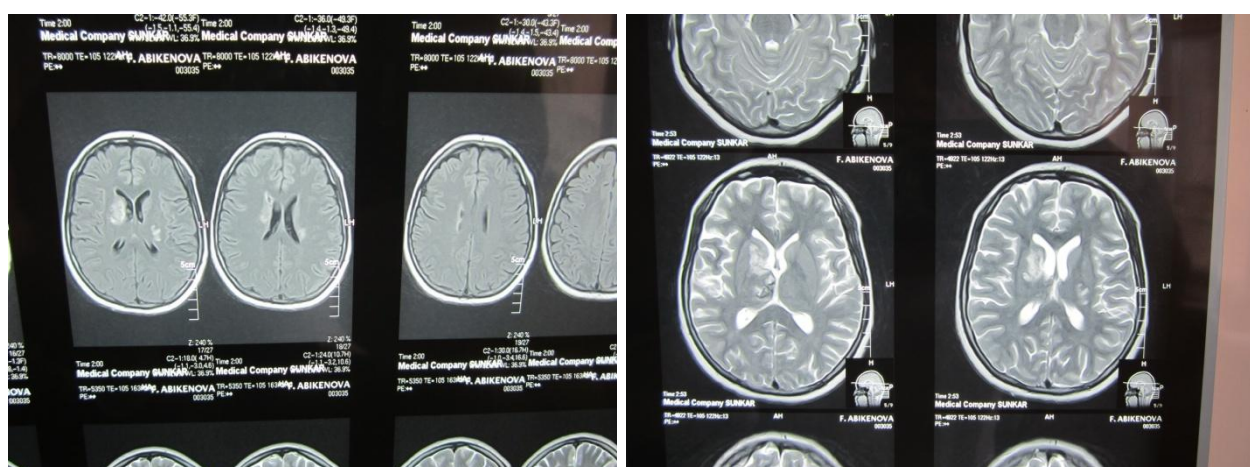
МРТ больной А-вой Ф.Д. в динамике
